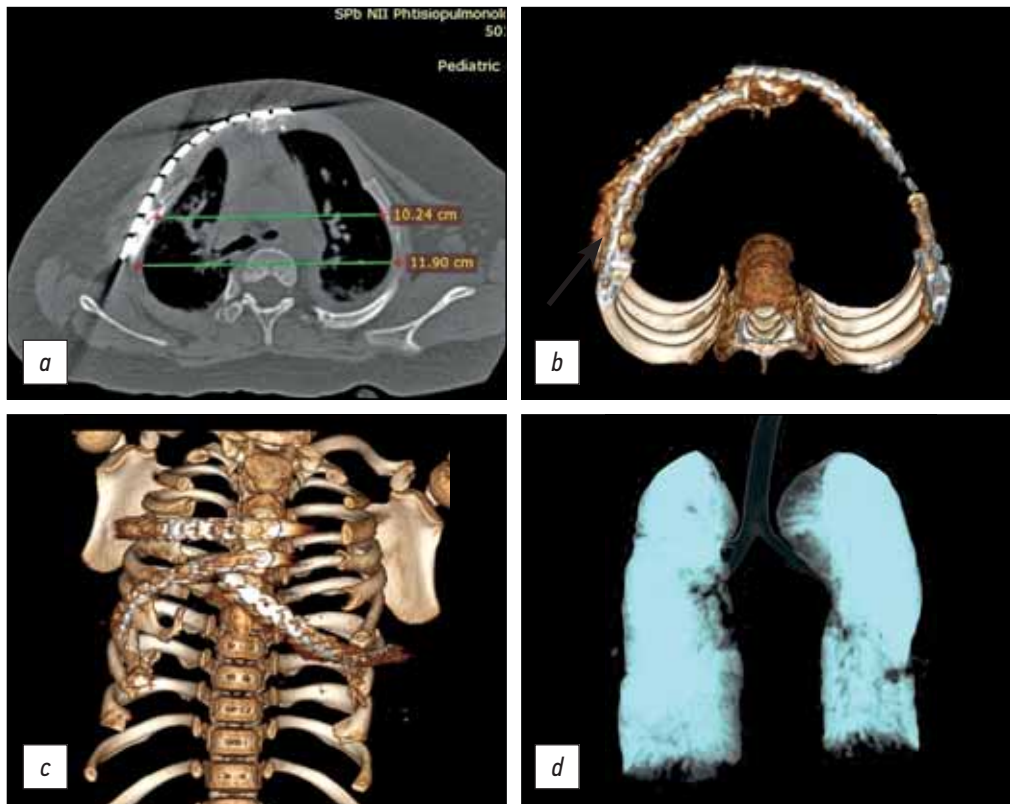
Компьютерная томограмма (*a*) и 3D-компьютерная реконструкция (*b*, *c*) после II этапа реконструкции грудной клетки: *a* — аксиальный срез; *b* — положение одной из реберных пластин отмечено стрелкой; *c* — фронтальный вид; *d* — 3D-мультиобъемная реконструкция
